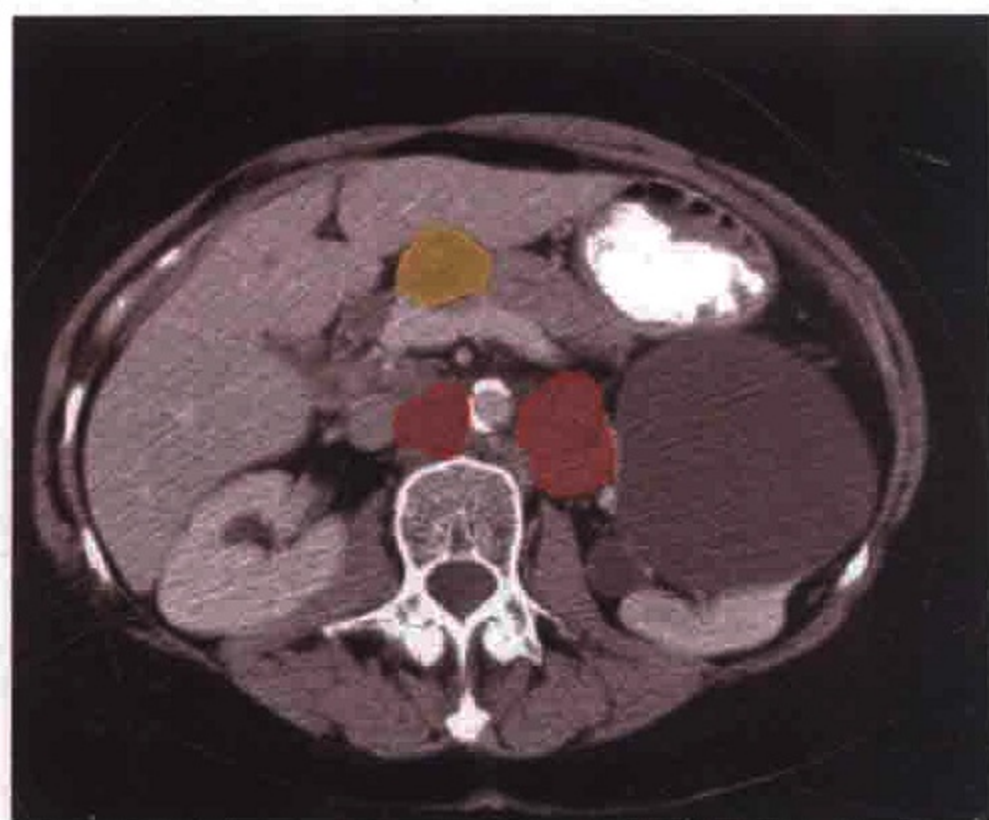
横轴位 CT 扫描显示胆管细胞癌患者胰腺前方（黄色）和腹膜后（红色）的肿大淋巴结
